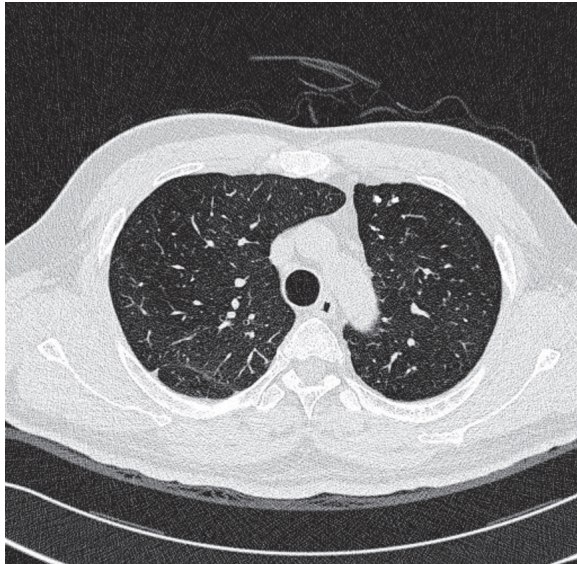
Chest CT shows no active tuberculosis lesion in the lungs and no abnormal lymphadenopathy in the mediastinum.
